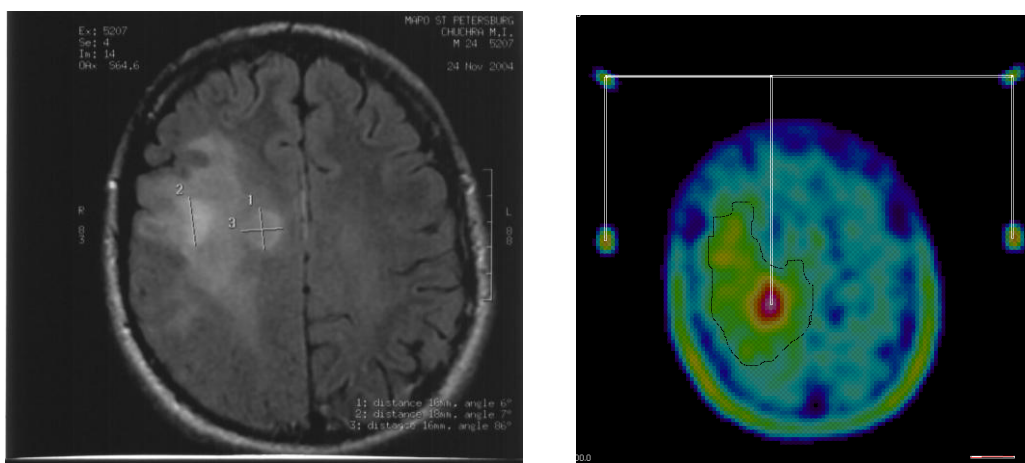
Опухоль мозга, диагностированная на МРТ и ПЭТ видна явно выраженная зона активной пролиферации.
